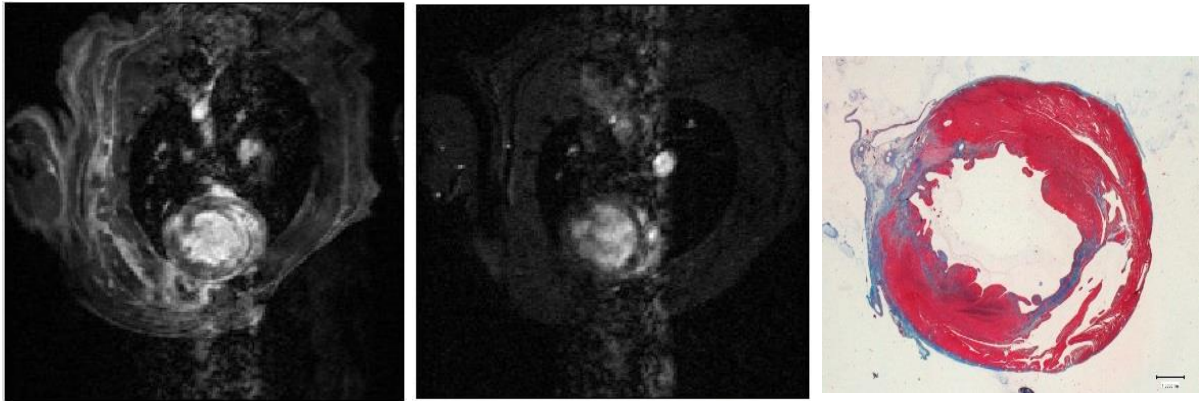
WK_20. En los cortes de RM se observa una captación de contraste muy difusa que no permite localizar ninguna lesión. En el corte histológico tampoco se aprecia ninguna lesión relevante, tan solo una pequeña zona de tejido conjuntivo localizada en la pared libre del VI a nivel del epicardio.
